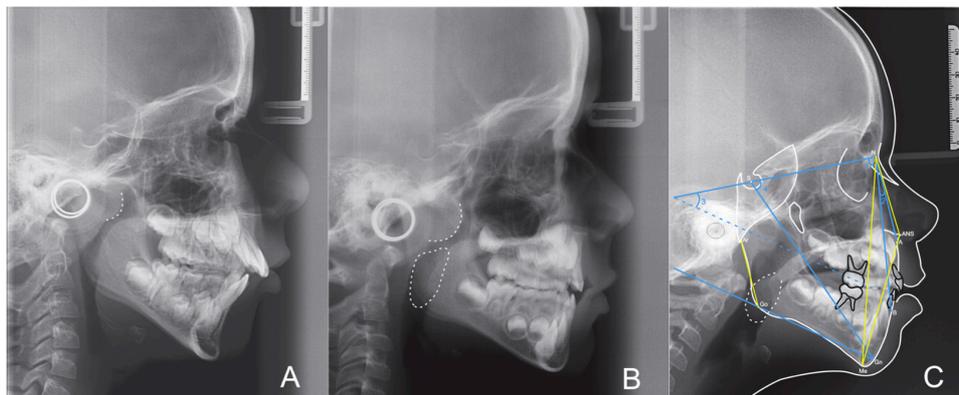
(A) Lateral cephalometric radiography of a 8-year-old mouth-breathing girl presenting adenoid's obstruction; (B) lateral cephalometric radiography of a 6-year-old mouth-breathing boy presenting adenoid and tonsils obstruction; and (C) lateral cephalometric radiography and cephalogram of a 5-year-old mouth-breathing girl presenting tonsil's obstruction. Sagittal skeletal relationship: (1) SNB°, (2) ANB°. Vertical skeletal relationship measurement: (3) SNGoGn°, (4) NSGn°, (5) PFH/TAFH ratio, (6) LAFH/TAFH ratio. Note: PFH: Ar-Go; LAFH: ANS-Gn; TAFH: N-Me.
